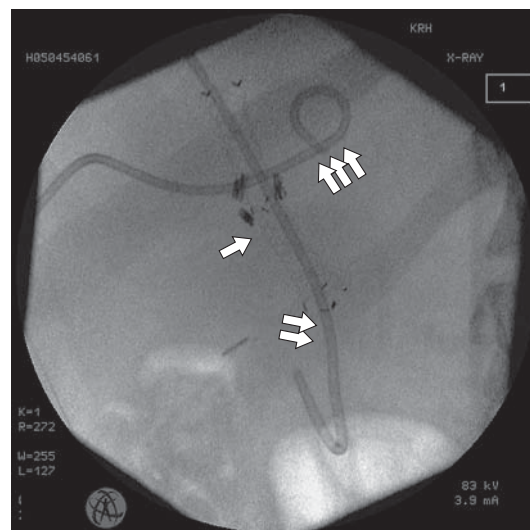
Рентгенограмма. Эндобилиарный стент (стрелка), наружновнутренний дренаж в просвете эндобилиарного стента (двойная стрелка), холангиостома в протоке левой доли (тройная стрелка).
